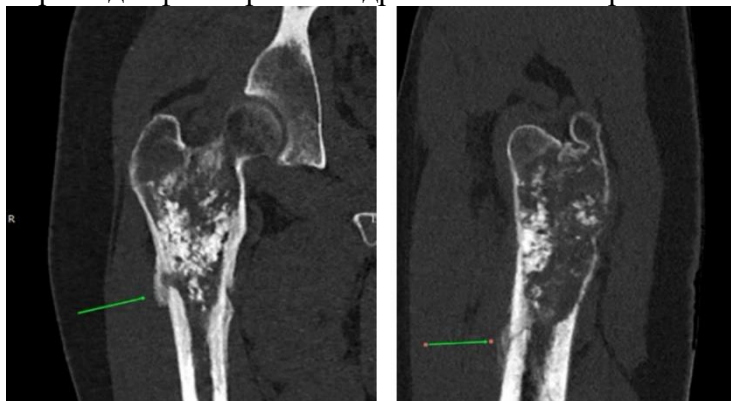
КТ-граммы правой бедренной кости пациента в передней (А) и боковой (Б) проекциях перед операцией. В проксимальном отделе бедренной кости визуализируется опухолевое образование с признаками саркомы и патологический межвертельный перелом (означен зеленой стрелкой).
